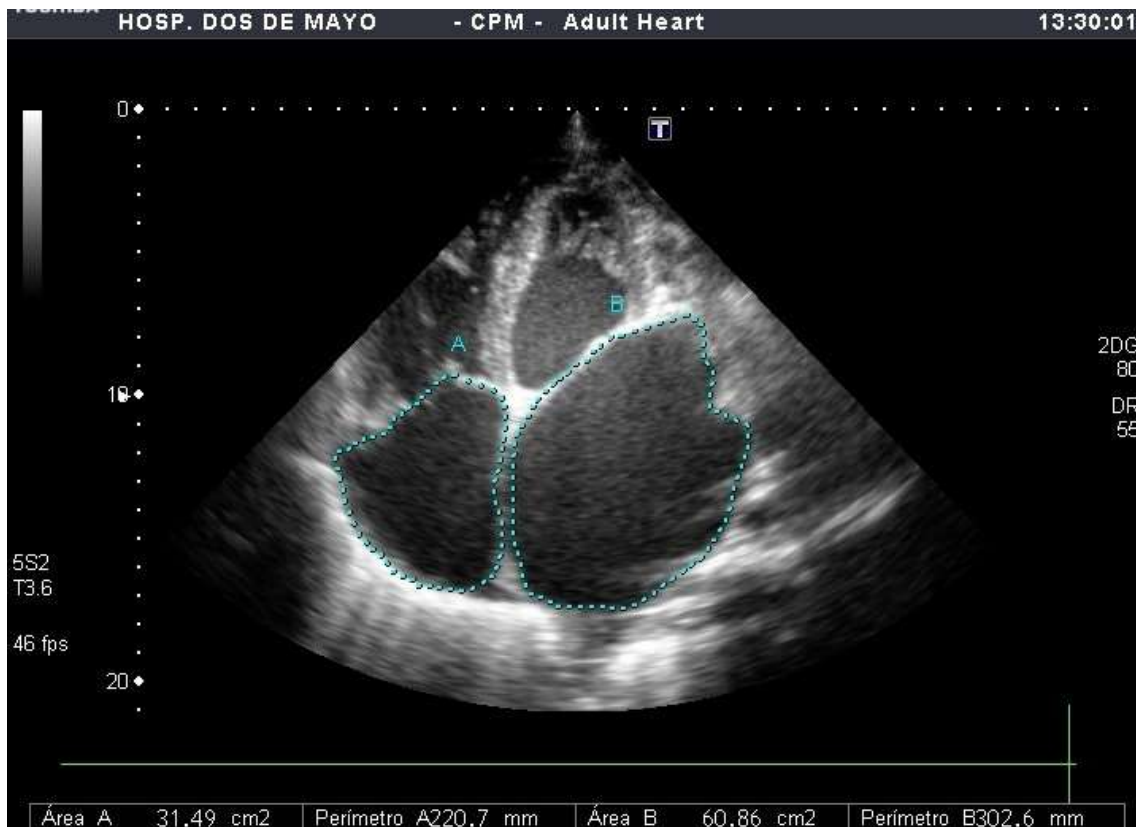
Ecocardiograma : Dilatación severa de 4 cámaras cardiacas.
